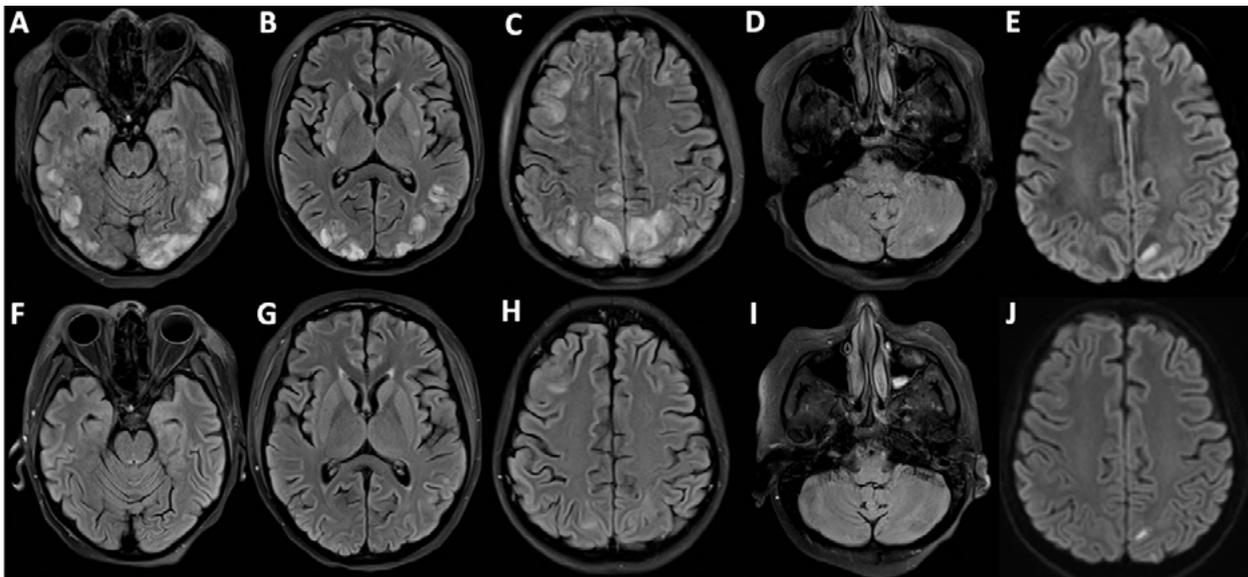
RMN cerebral, en secuencia FLAIR en cortes axiales se evidencia en ambos hemisferios cerebrales se identifican a nivel de la sustancia gris y blanca subcortical áreas hiperintensas con patrón giral afectando el parénquima de forma dispersa a predominio de lóbulos occipitales, así como también se aprecia afectación a ganglios basales y hemisferios cerebelosos (A – E). Estudio de control 14 días después en secuencia FLAIR se evidencia disminución de las lesiones hiperintensas visible en estudio previo (F – J).
